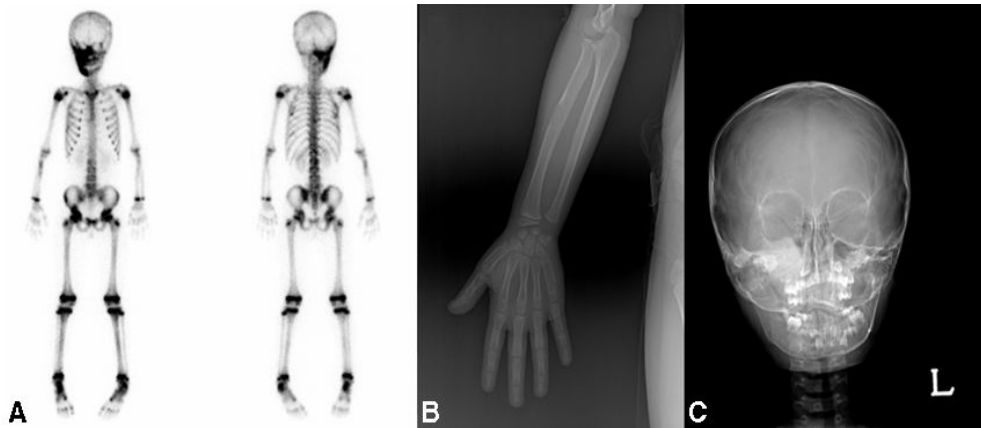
Radiologic findings of Case 1. (A) Intense increased uptake in right maxillar, sphenoid, temporal bone and mandible and mildly increased uptake in right radius and left parietal bone, suggesting multiple fibrous dysplasia on ^{99m}Tc bone scan. (B, C) Polyostotic fibrous dysplasia involving right maxilla, mandible, right radius, and 5th metacarpal bone on simple X-rays.
